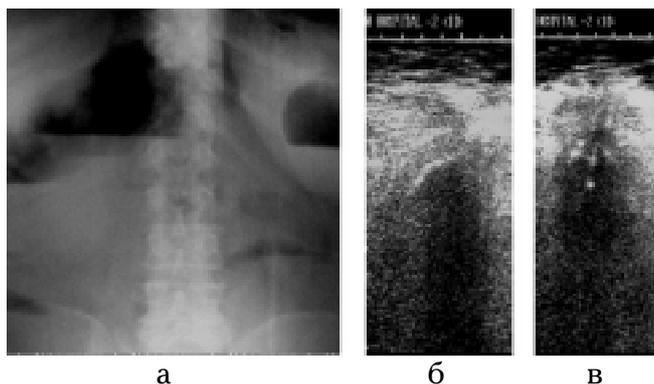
Хвора І., 70 р., рак сигмоподібної кишки: а — оглядова рентгенограма черевної порожнини, товстокишківці чаші Клейбера за ходом поперечної ободової кишки; б — ехотомограма сигми (поздовжне сканування), нерівномірне стовщення стінки від 1,2 до 1,8 см, нечіткість та нерівність її верхнього контуру; в — ехотомограма сигми (поперечне сканування), асиметричне нерівномірне потовщення передньої стінки від 1,8 до 3,6 см з нерівними та нечіткими контурами в зовнішньому відділі (проростання в передню черевну стінку)
